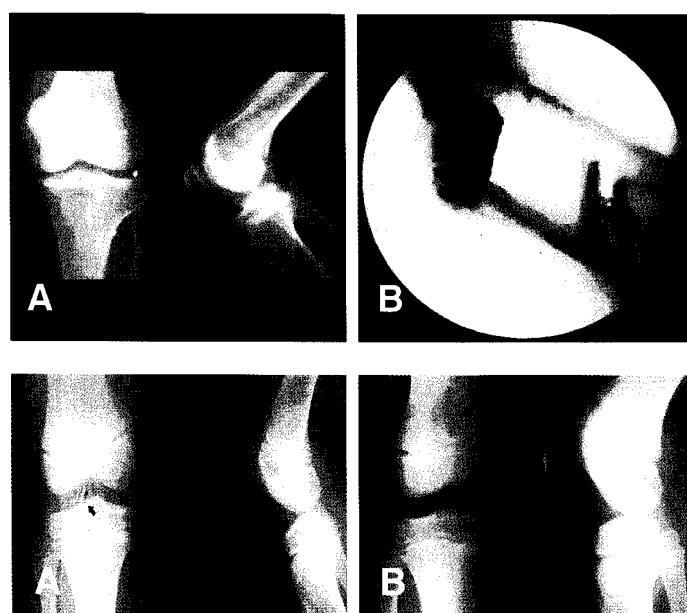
(A) Radiography shows a metallic foreign body at the lateral compartment of the knee. (B) A bullet was found at the inferior portion of the lateral meniscus at arthroscopy.
